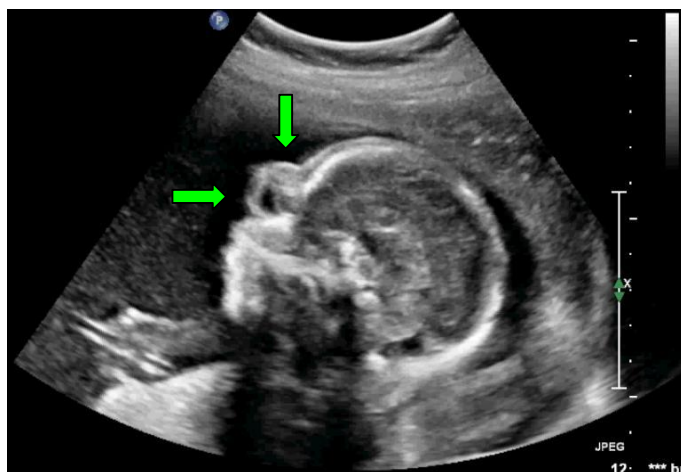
УЗИ матери п-ки А-вой, амбулаторное наблюдение. Срок плода соответствует 15 неделям беременности. Изображение внутриутробного УЗИ-исследования плода с фронтотомоидальной черепно-мозговой грыжей; стрелками указано энцефалоцеле в области переносья. Определяется аномальное выпячивание мозга в дефект костей черепа
